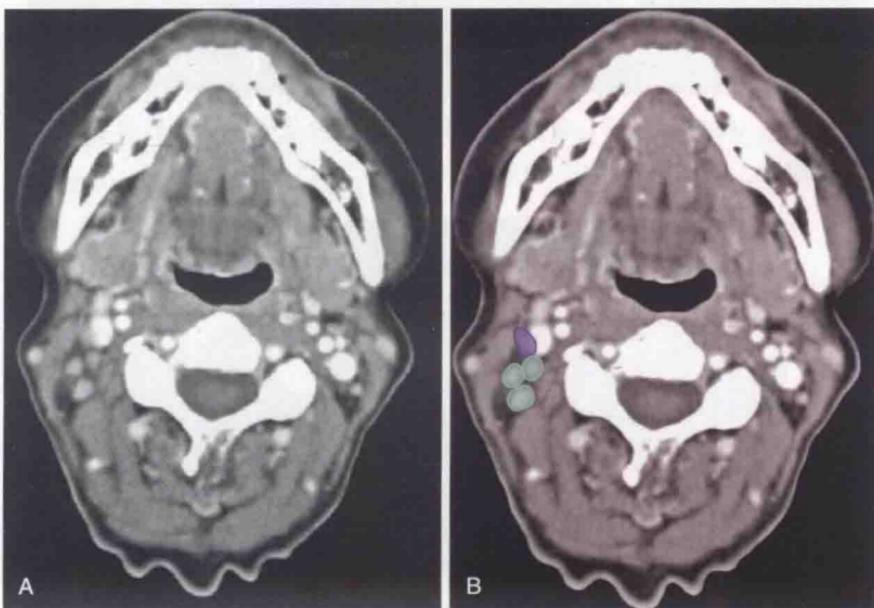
A. 横轴位 CT 增强扫描显示单个ⅡA区淋巴结和多个ⅡB区淋巴结。B. 淋巴结ⅡA区和ⅡB区被勾画出来
